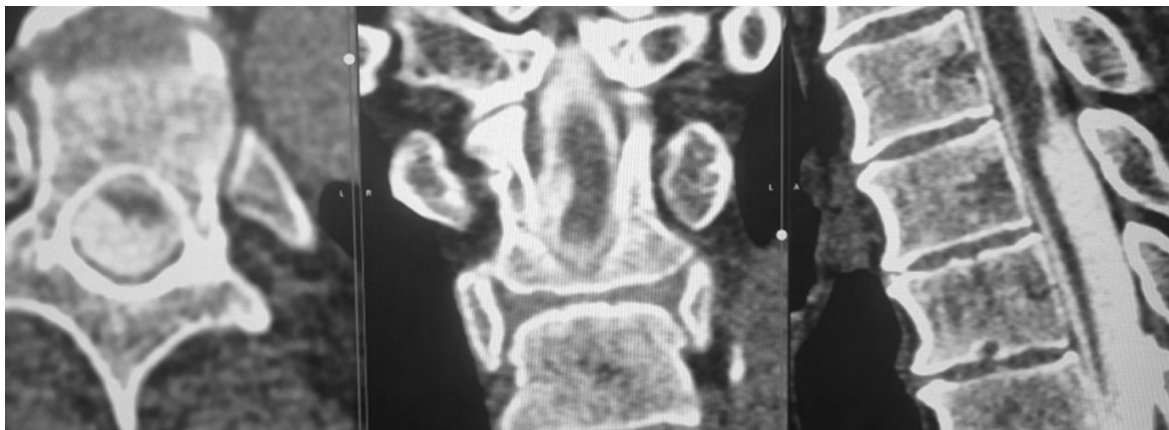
МСКТ-миелография с введением контрастного вещества (февраль 2023 г.): четко отграниченный дефект наполнения в заднем позвоночном субарахноидальном пространстве на уровне грудного отдела, «симптом ступеньки». Источник: составлено авторами
